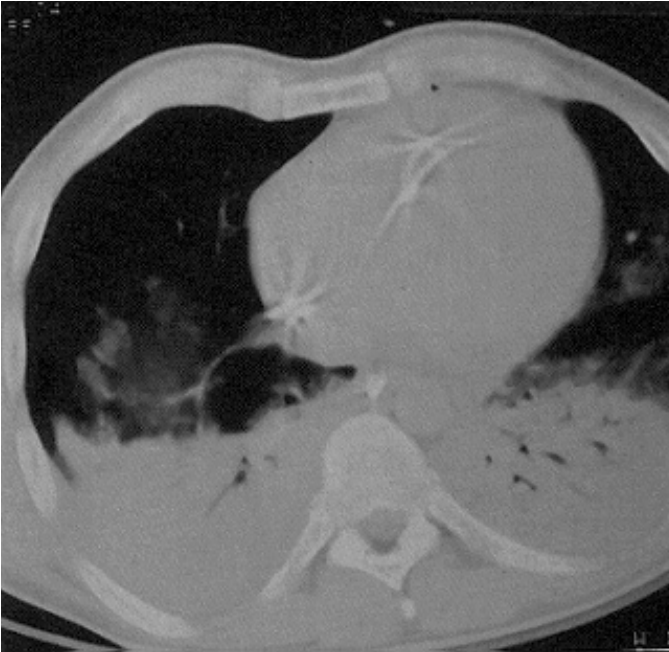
Computertomographie des Thorax. Ausgeprägte dorso-basale Atelektasen, welche wegen der hohen Shunt-Fraktion eine Beatmung mit erhöhter inspiratorischer Sauerstoffkonzentration ( $FiO_2 = 0,7$ ) notwendig machen.
